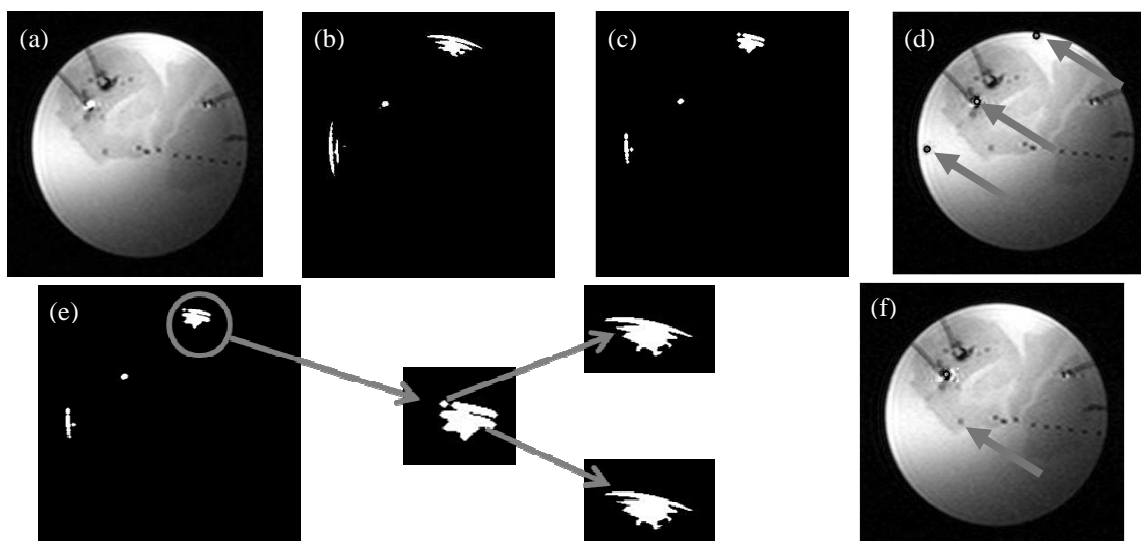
Detektion eines Resonanzmarkers in einer MR-Aufnahme. (a) MR-Aufnahme, auf welcher der Marker detektiert werden soll. (b) Segmentierungsergebnis nach der Verwendung des hellsten Grauwertes. (c) Geglättetes Schwarzweißbild. (d) Vorläufig ermittelte Marker. (e) Zu (d) korrespondierendes Binärbild. Die Vergrößerung zeigt, eine durch Glättung aufgespaltene Region ((e) Mitte). Die Markermittelpunkte, werden dem Region-Growing-Verfahren übergeben, welches auf (a) angewendet wird. Im Ergebnis ((e) außen) sieht man, dass die Regionen ausgelaufen sind und somit nicht mehr als Marker betrachtet werden. (f) Endergebnis der Markerdetektion.
